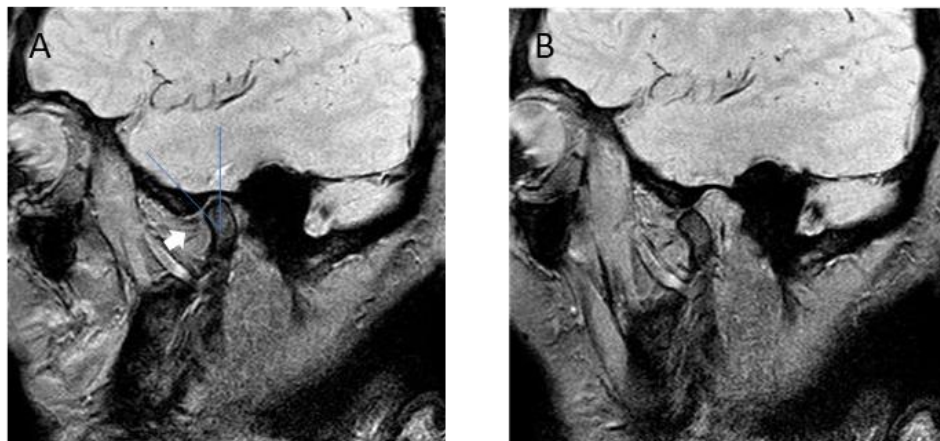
Desplazamiento discal con reducción (secuencia gradiente T2* en el plano sagital oblicuo en RM). A. En posición de boca cerrada, se observa el disco articular desplazado anteriormente (ángulo $> 30^{\circ}$). B. En secuencias en boca abierta, el disco se reduce y se interpone correctamente entre cóndilo mandibular y eminencia temporal.
